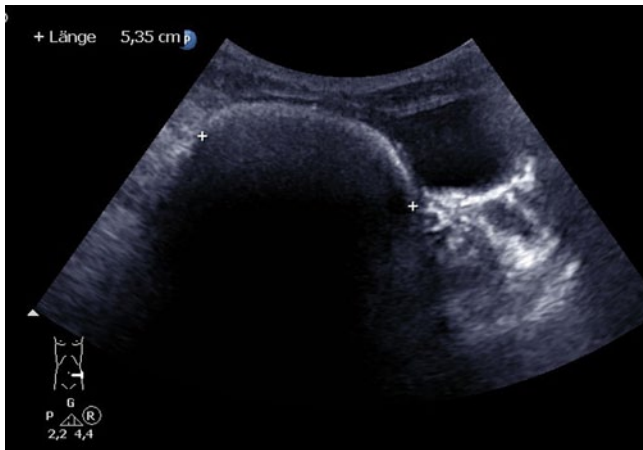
◀ Sonographische Darstellung des Unterbauchquerschnitts bei einem 3-jährigen Jungen mit chronischer Obstipation sowie Erweiterung des Rektums mit Pelottierung und Verdrängung der Blase nach links
